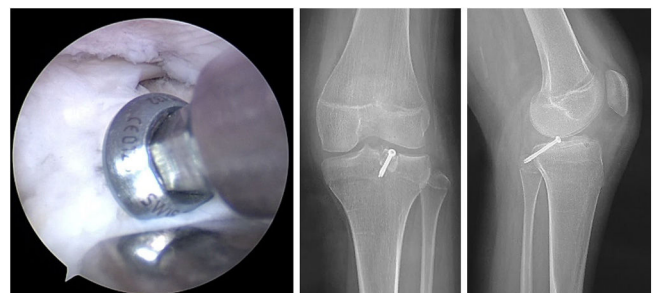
Se coloca bloque óseo en túnel confeccionado a presión. Por seguridad, se realizó fijación con tornillo canulado de 4.0 mm evitando transgredir la fisis de crecimiento, control con radiografías anteroposterior y lateral de rodilla. (Tomado de autores).
